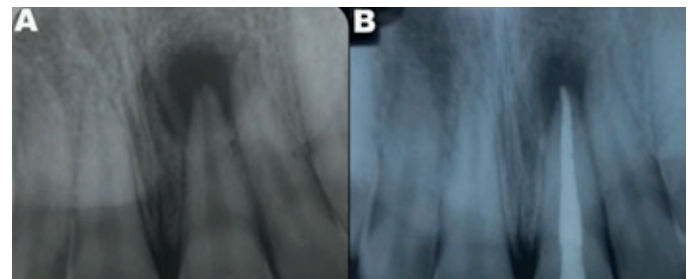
Imagem radiográfica do dente 21 com lesão periapical antes (A) e após o tratamento endodôntico (B).
